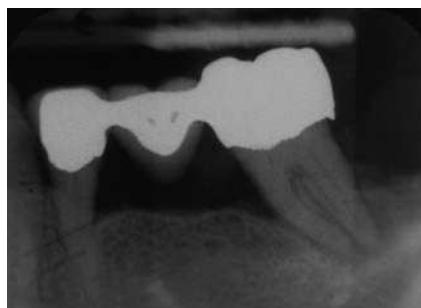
Radiografía diagnóstica del puente de 34-37. Lesión combinada endodóntica-periodontal en el 37.
